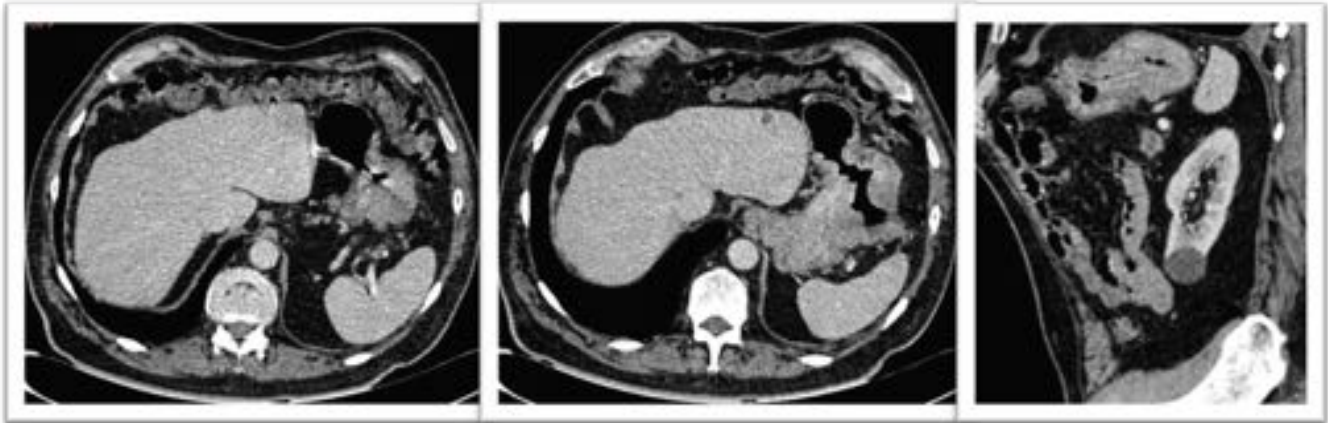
Varón de 71 años. TC abdominopélvica con contraste oral e iv en plano axial y reconstrucción sagital. Engrosamiento irregular del fundus y curvatura mayor gástrica con leve reticulación de la grasa adyacente. Se encuentra en la vecindad del hilio esplénico guardando un buen plano de separación grasa con éste y por encima de la cola pancreática, sin signos de infiltración. Se identifican cuatro adenopatías de hasta 13 mm adyacentes a curvatura menor gástrica. Linfoma difuso de células B.
